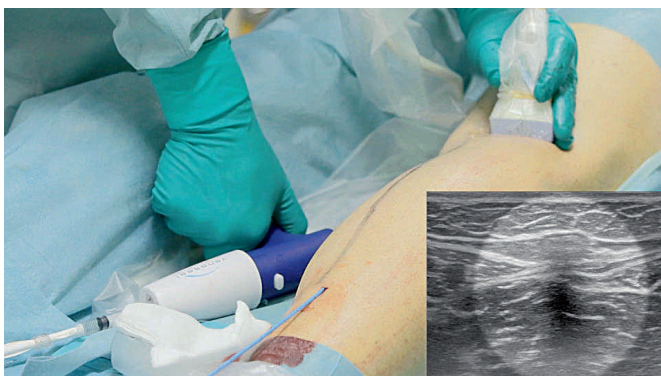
Während des Katheterrückzuges erfolgt unter Ultraschallkontrolle die Applikation von jeweils 0,09 ml N-Butyl-Cyanoacrylat in 3 cm-Abständen. Die Applikation des Klebers ist im Sonogramm darstellbar.
